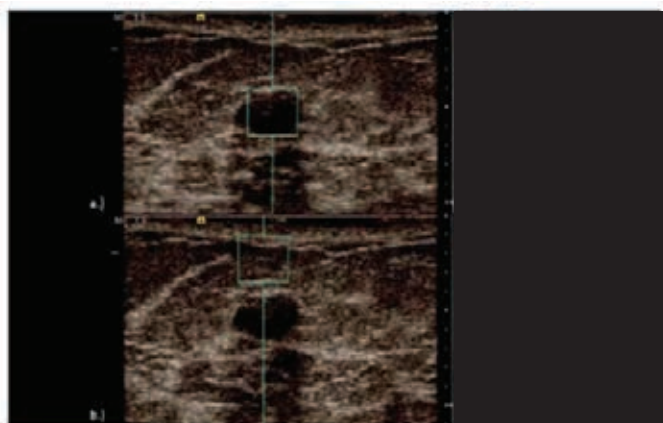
Velocidade da onda de cisalhamento no centro (a) do fibroadenoma ($V=1,48$ m/s), e adjacente à lesão ($V=1,25$ m/s). Os resultados da quantificação da velocidade pela palpção virtual confirmaram uma dureza similar na lesão e no tecido adjacente. A biópsia confirmou ser um fibroadenoma mamário. (Disponível em: <http://www.healthcare.siemens.com/ultrasound/tissue-strain-analytics/tissue-strain-poster> - Acessado em 13/11/2013).
